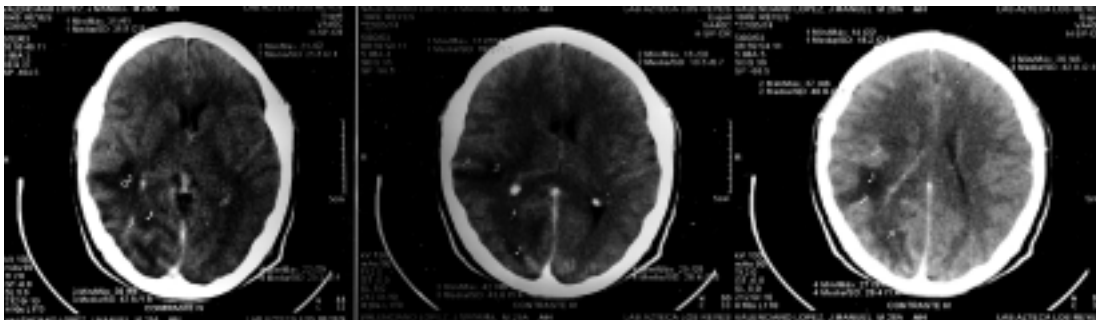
RM de cráneo con Gadolinio
